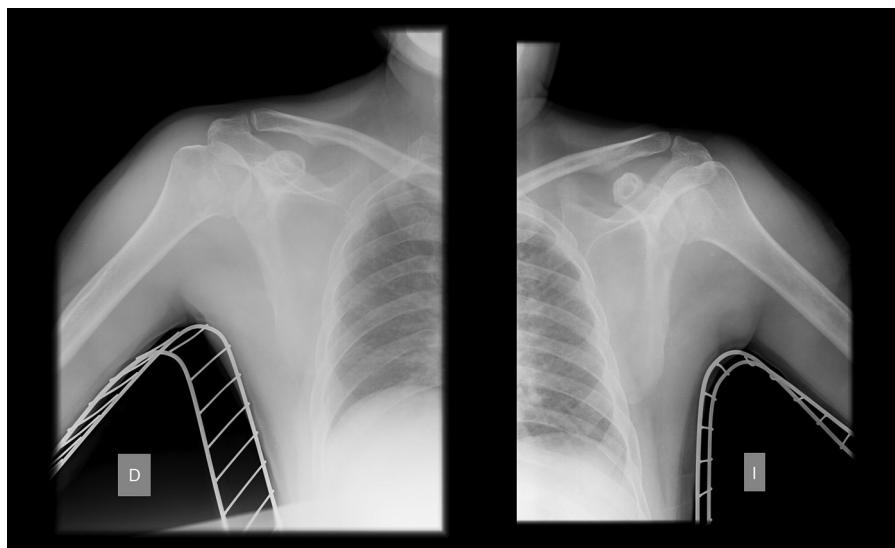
Radiografía anteroposterior de hombro posreducción.
